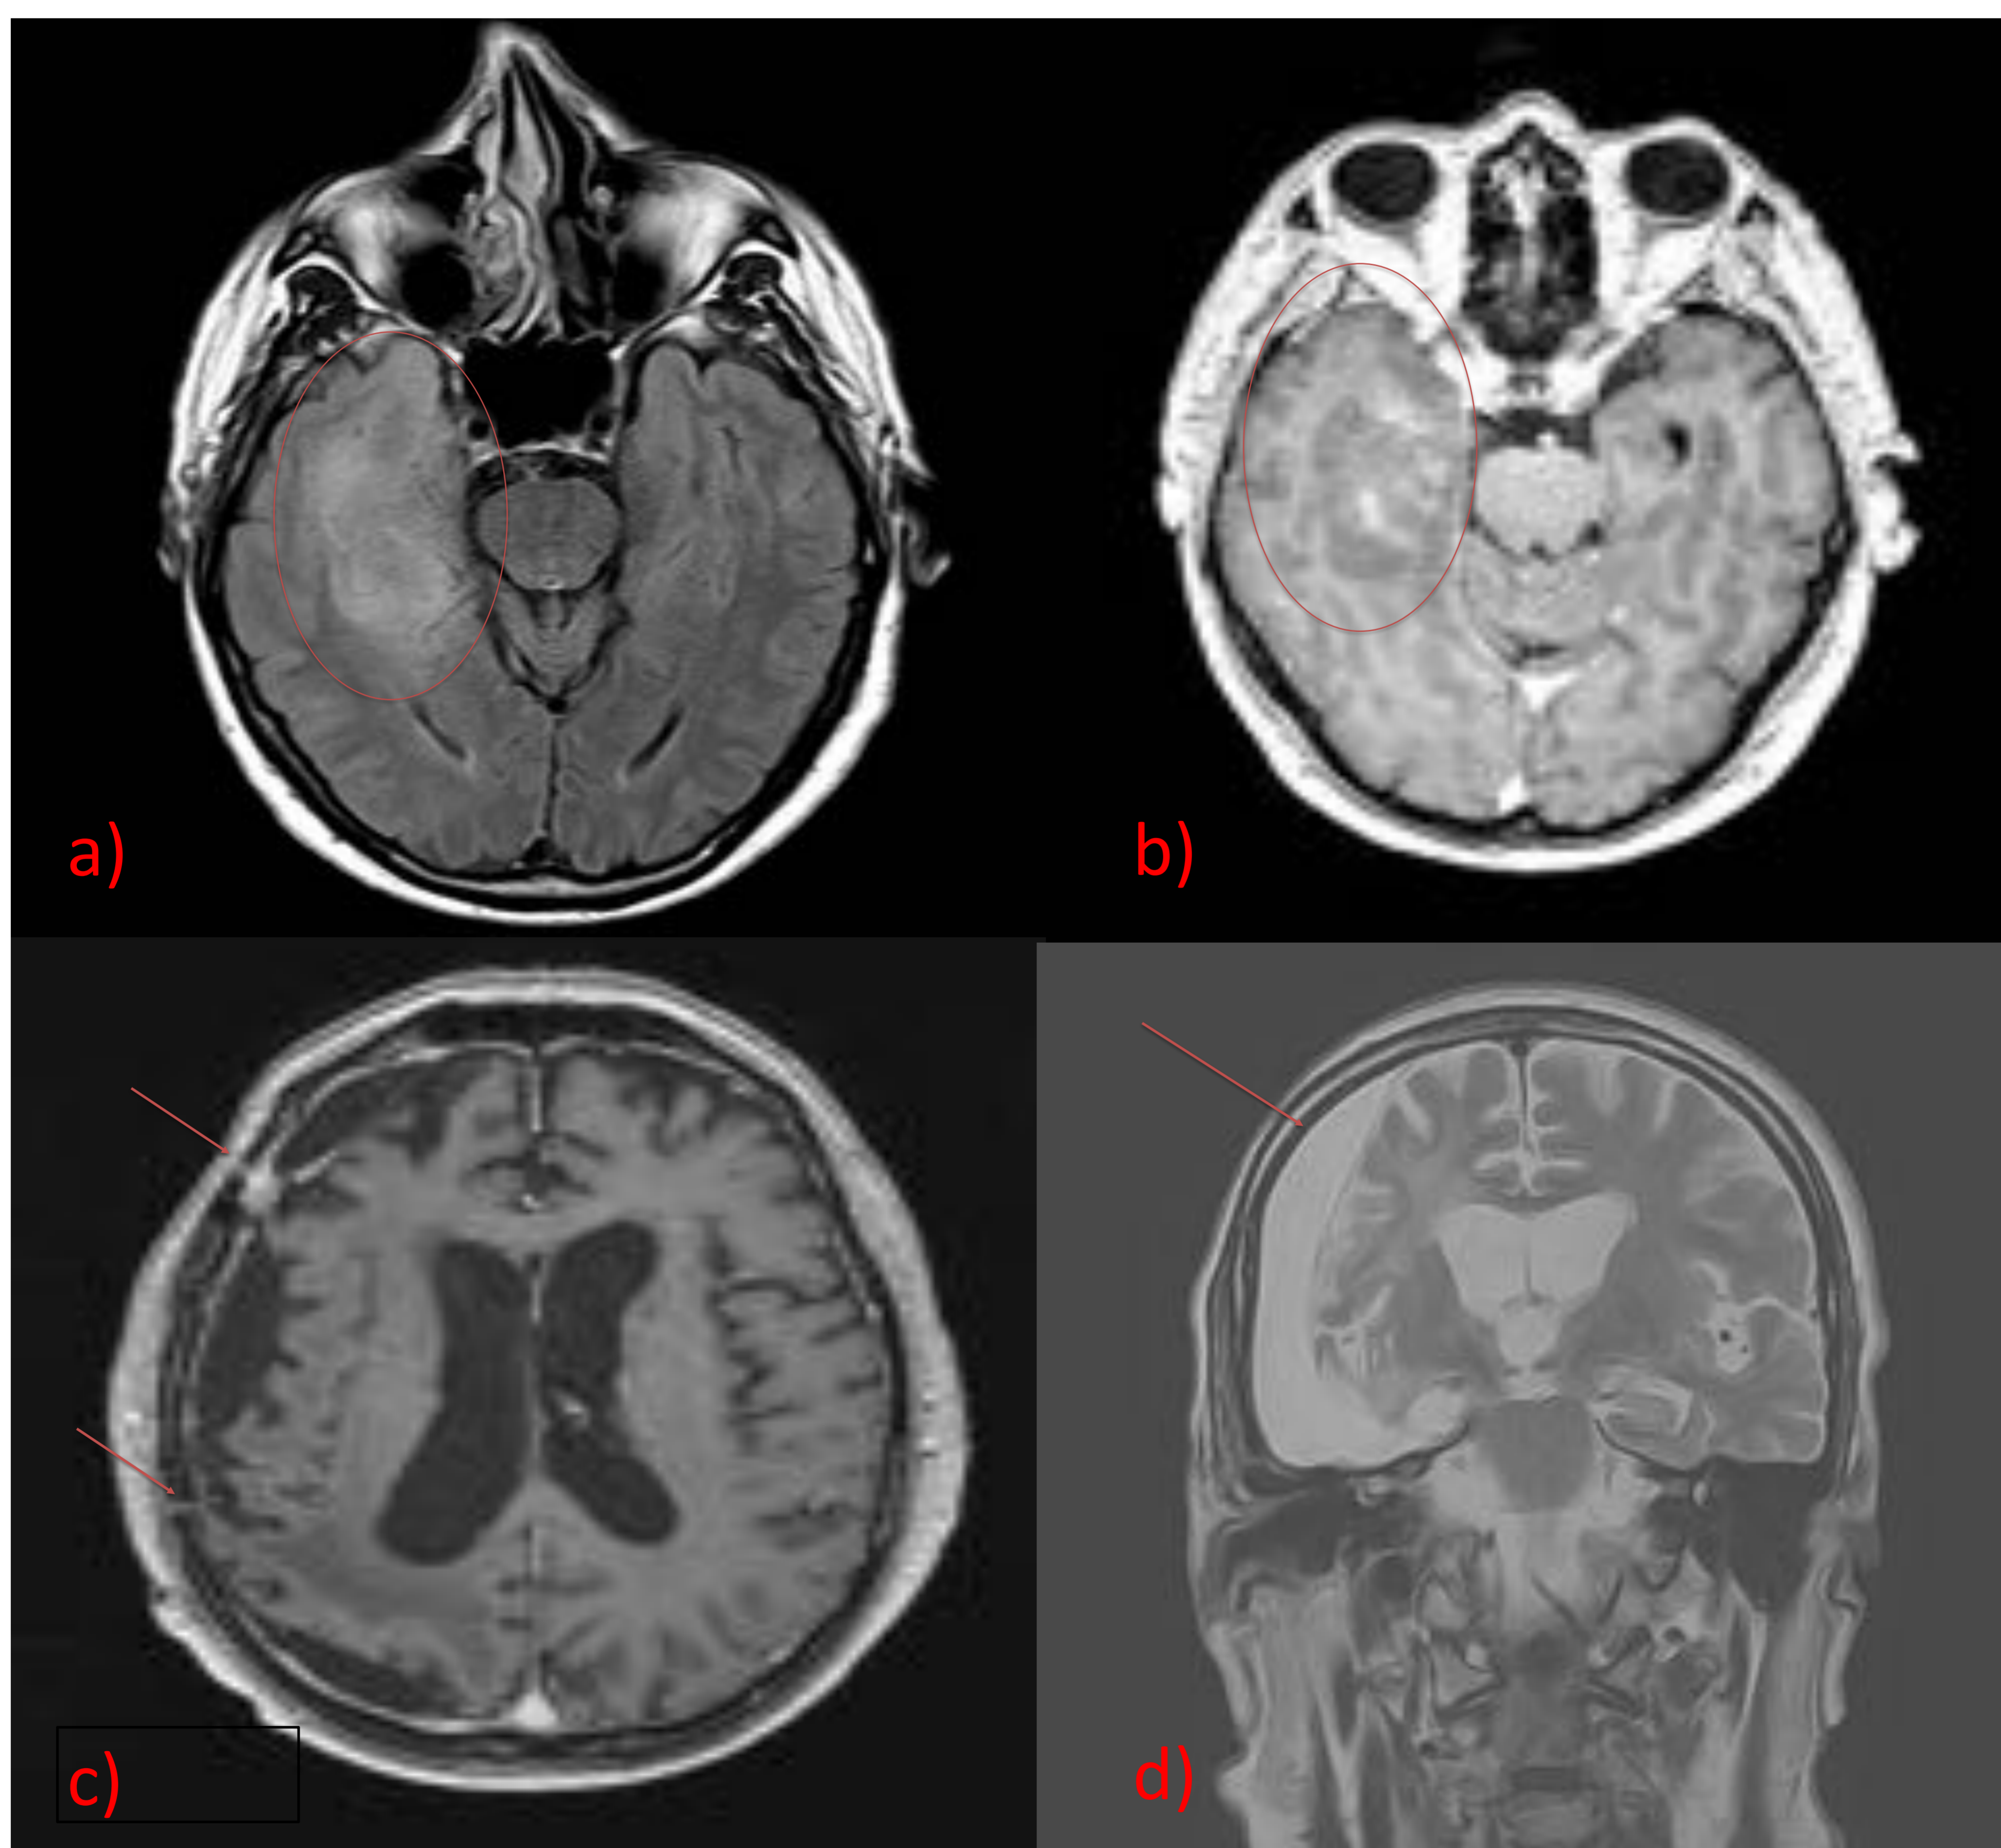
Estudios FLAIR y T1 con CIV (a y b) en los que se identifica astrocitoma temporal derecho (círculo), con leve captación de CIV. Craneotomía pterional derecha (flechas en (c) y colección extraaxial postquirúrgica (d)).
